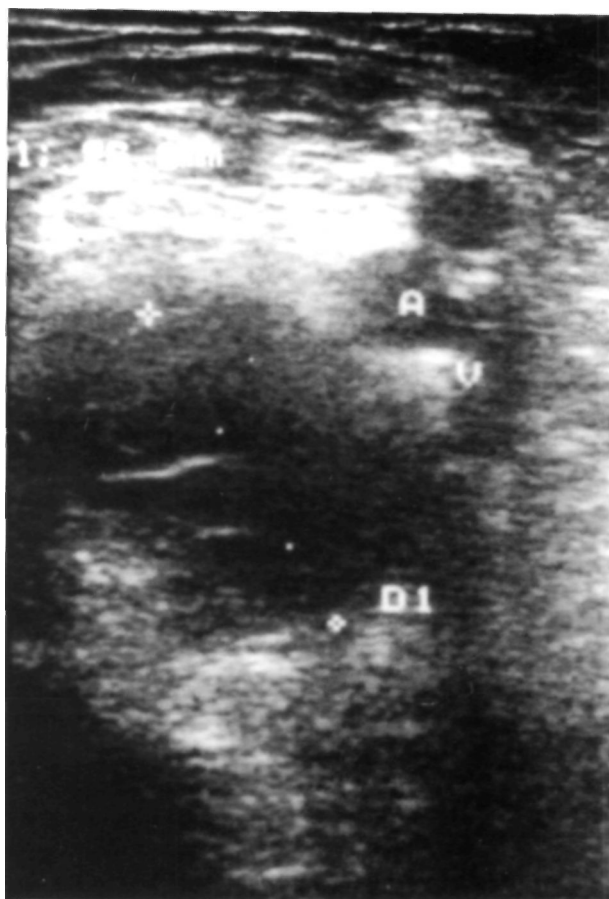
Ecografía de cadera derecha donde se aprecia la masa quística (D1), lateral a los vasos femorales (A: arteria, V: vena).
